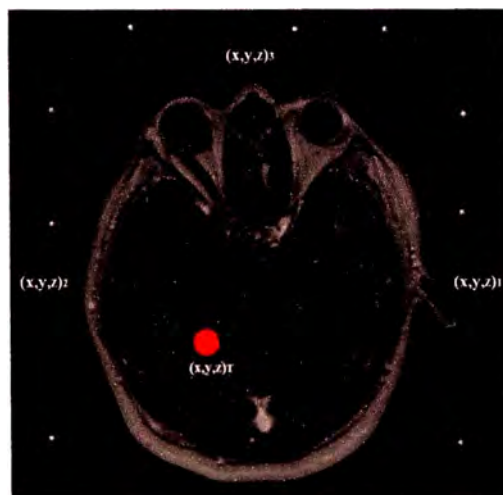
Vista de un corte axial de una resonancia magnética con los fiduciales.
